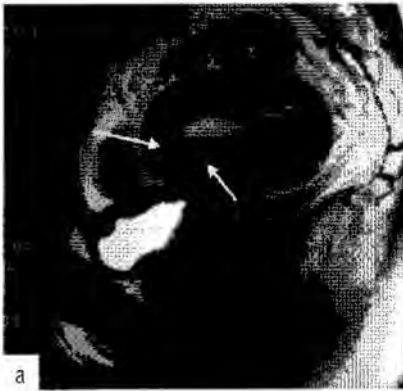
МРТ. На T2-взвешенном изображении в сагитальной плоскости (а) матка в положении *anteflexio*, отмечается утолщение переходно-соединительной зоны по передней стенке матки и в области дна (сплошные стрелки). На T2- взвешенном изображении в аксиальной плоскости (б) определяются неравномерное утолщение переходно-соединительной зоны, преимущественно по задней стенке матки (сплошная стрелка), пенетрация ткани эндометрия в стенку матки (пунктирная стрелка), неоднородная структура переходно-соединительной зоны и эндометрия с единичными эндометрионидными полостями.
